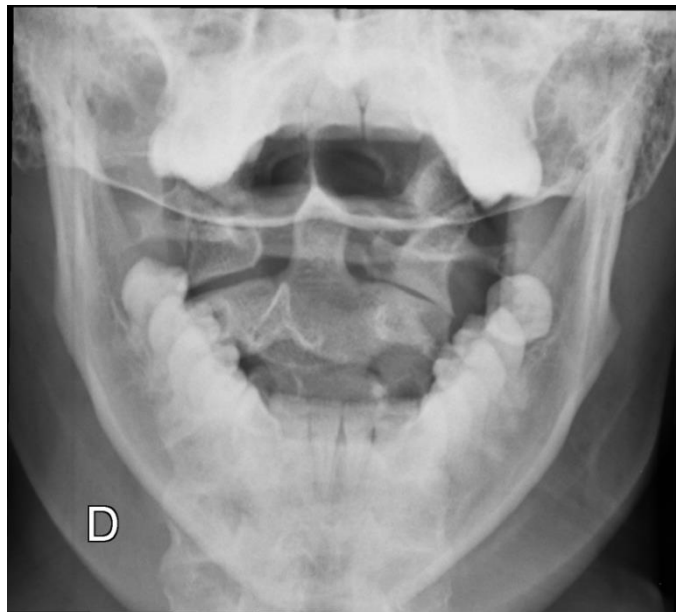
Radiografia transoral, demonstrando fratura do arco anterior esquerdo do atlas.
